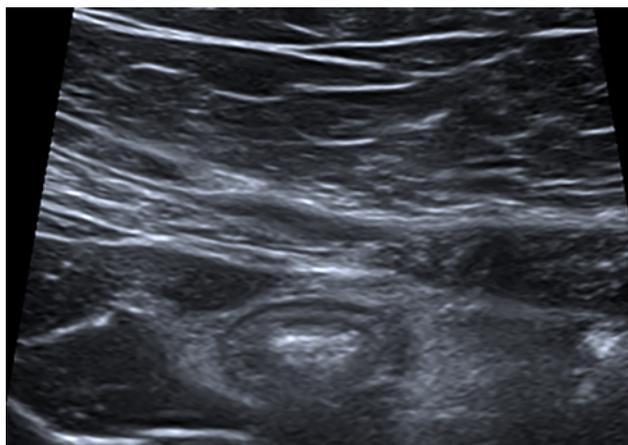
Ecografía de hematoma intramural.
